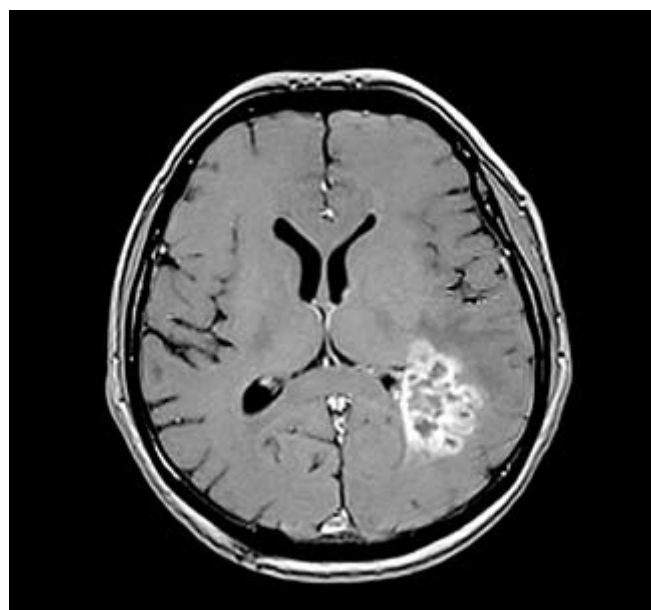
T1-weighted MRI scan with contrast enhancement from 2008 revealed tumor in the left periventricular parietal region with heterogenous signal: increased at the periphery, hypointensive in the central region (necrosis)
